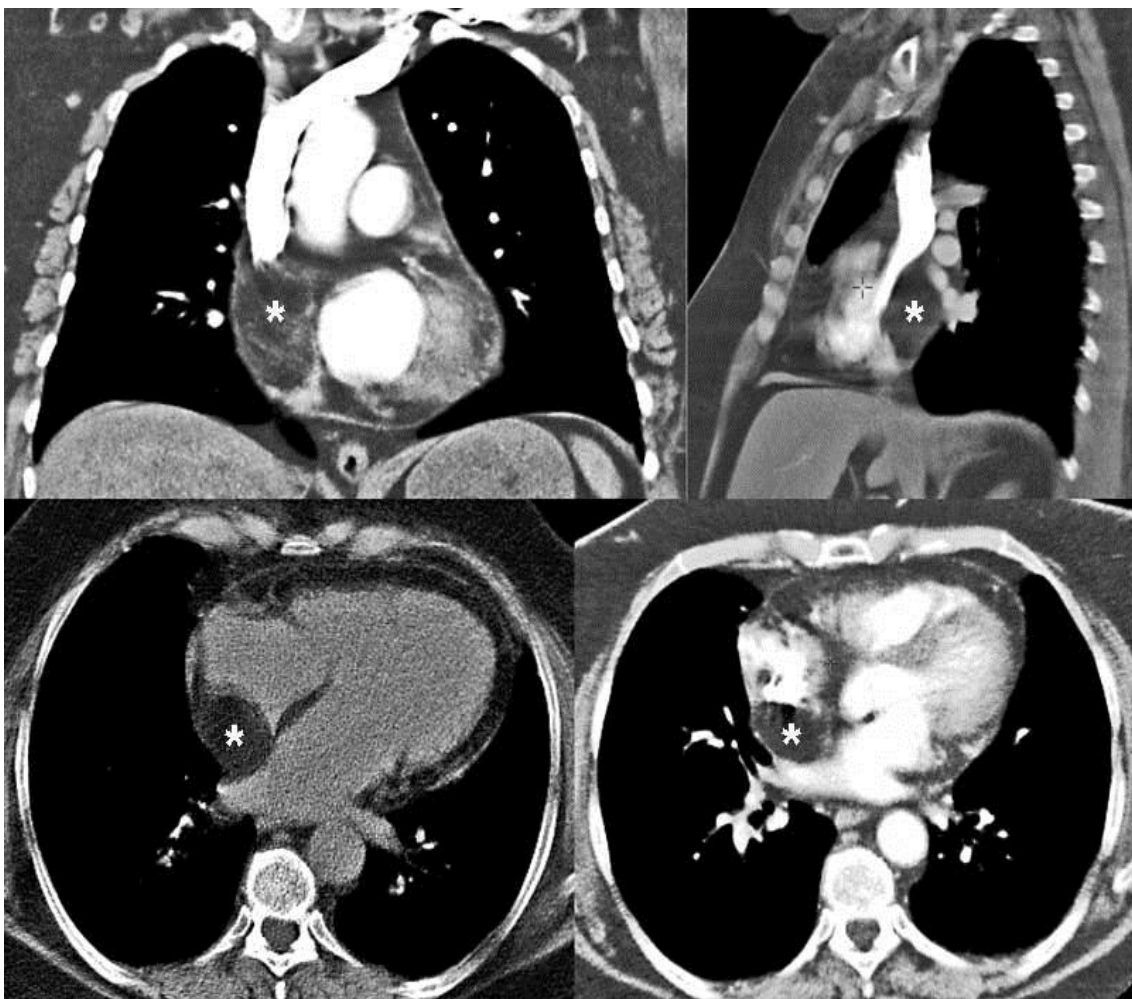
Vorhofwand-Lipom; koronale und axiale CT-Schichten
